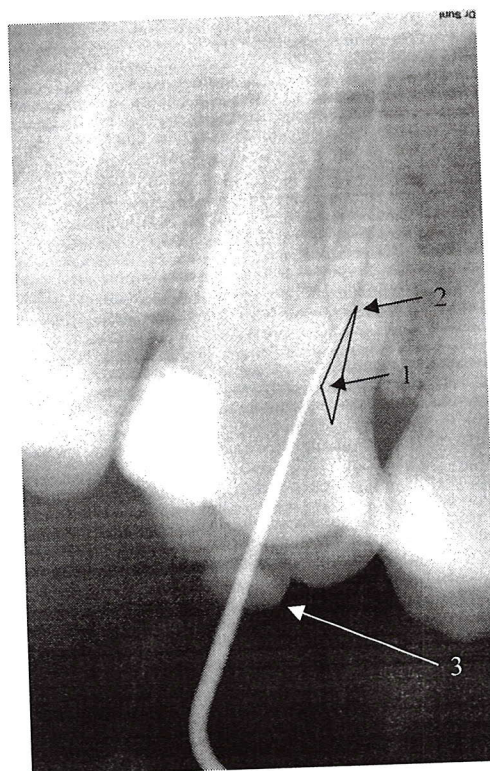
Рентгенограмма, иллюстрирующая применение метода
